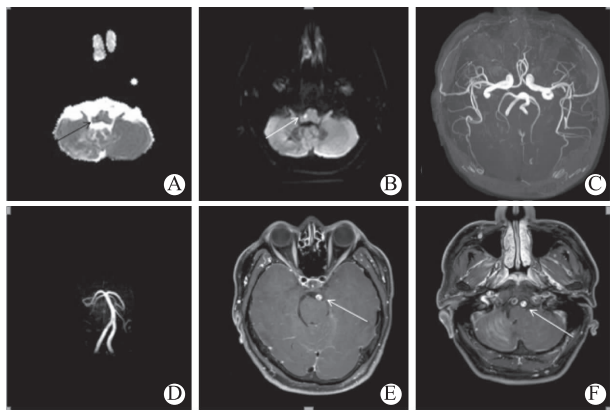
右侧延髓 ADC 上低信号影(A);右侧延髓 DWI 高信号影(B);MRA 上颅内血管未见狭窄(C,D);VISTA 上左侧椎动脉、基底动脉管壁增厚,欠光滑,可见强化,管腔粗细不均,伴不同程度狭窄(E,F)
